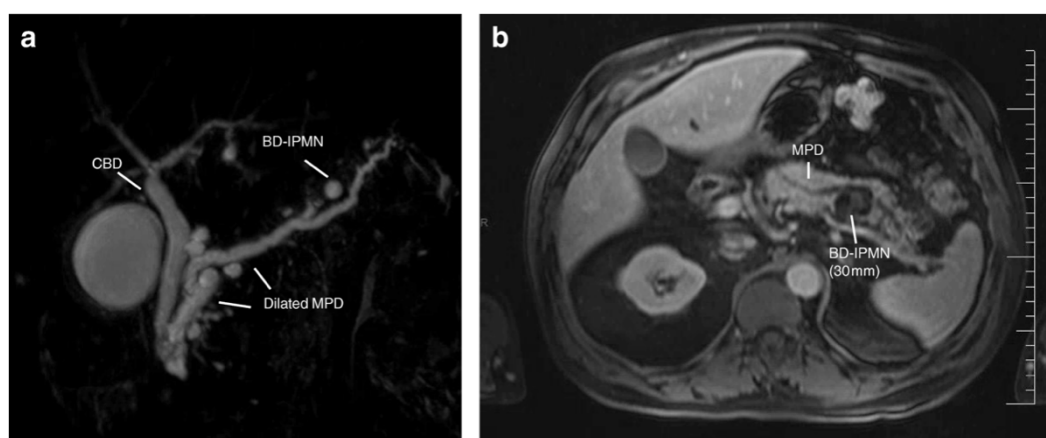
a) Immagine sequenza colangiografiche della RM e b) Immagine sequenza con mdc della RM. Chey. *Management of Intraductal Papillary Mucinous Neoplasms: Controversies in Guidelines and Futures Perspectives*. Current Treatment Options in Gastroenterology (2014).
